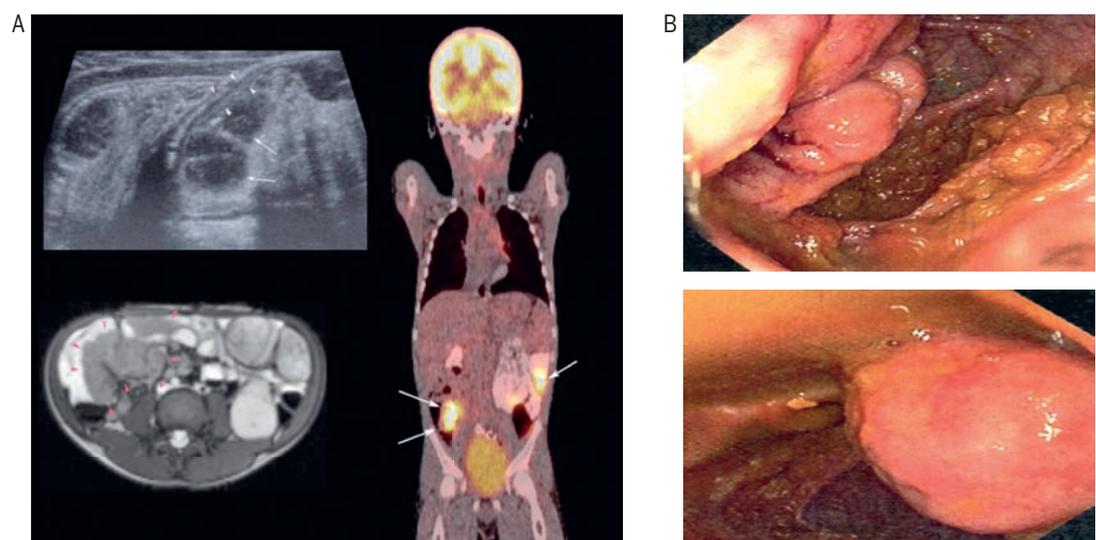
La figure A montre les masses polypoïdes intra-abdominales infiltrant la paroi intestinale (ici la paroi du caecum) et les ganglions lymphatiques hypertrophiés. Toutes les lésions sont hautement métaboliques au PET-CTscan.
